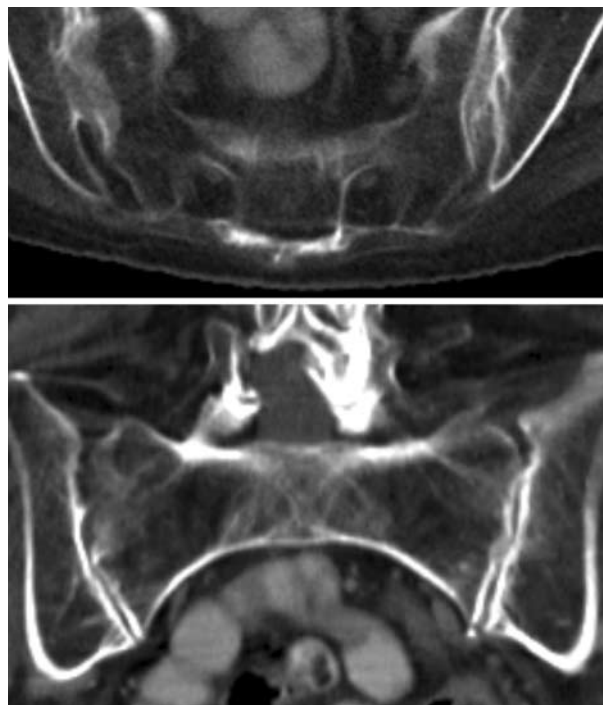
CT buk ytterligare ett år tidigare har beskrivit kotfrakturerna. a) Coronal och b) axial rekonstruktion av sacrum är normala.
